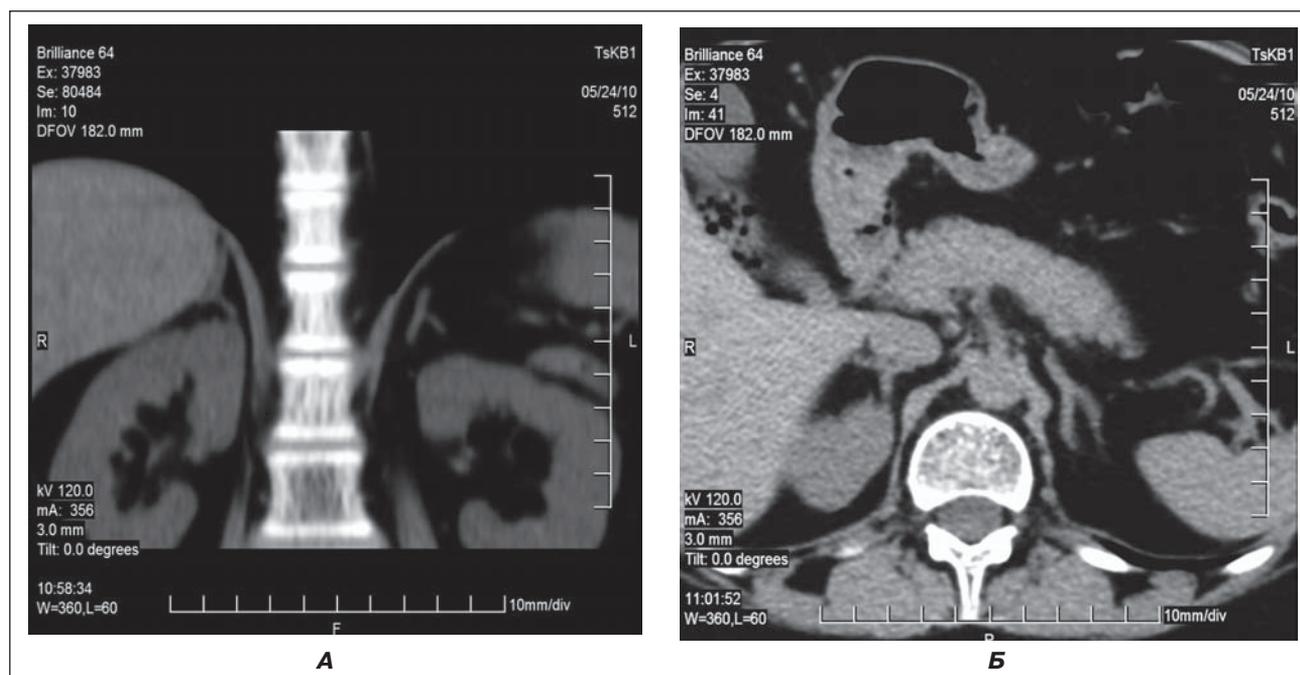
(а, б). Компьютерная томография: отчетливая визуализация неизмененных правого и левого надпочечников
